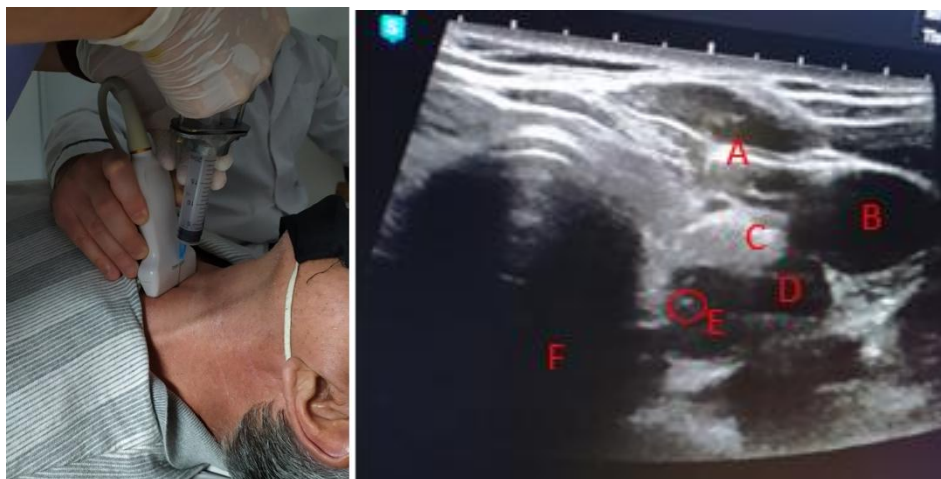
A la derecha punción aspirativa con aguja fina ecoguiada, a la izquierda ecografía correspondiente al paciente, A trayecto de aguja de punción; B vena yugular interna; C lóbulo tiroideo izquierdo; D arteria carótida común; E nódulo tiroideo; F tráquea; O extremo de aguja de punción. (Imagen de nuestra autoría).
